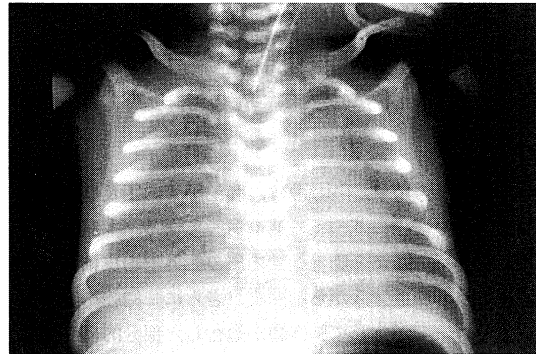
Chest X-ray at 5 hours after birth
